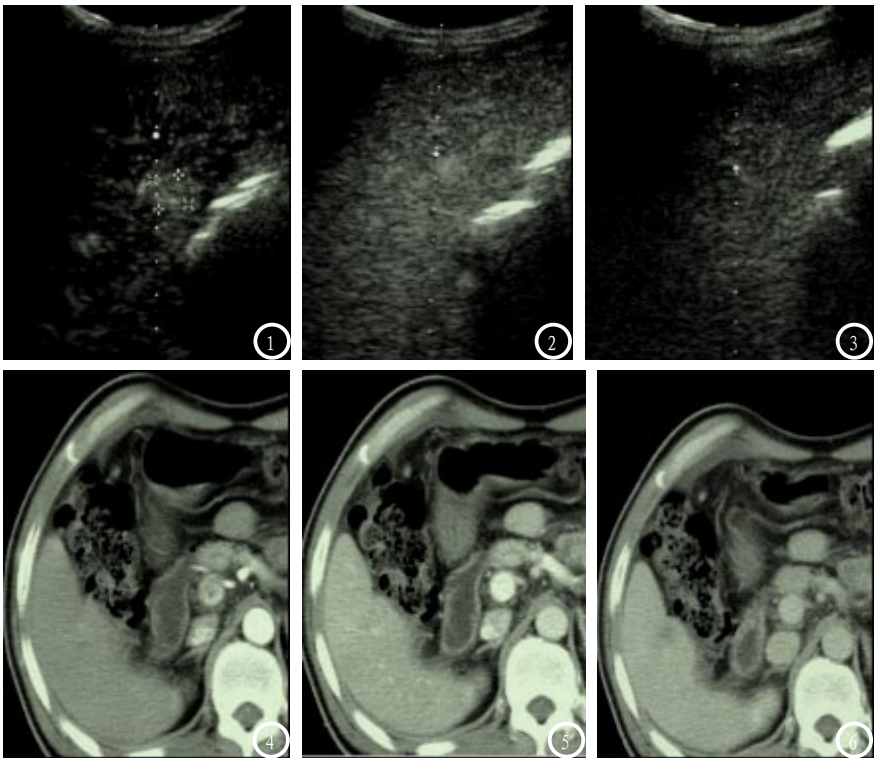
6均为同一患者（肝右叶1.2cm肝细胞癌）影像学图像，图1为超声图像，动脉期病灶呈高增强信号；图2为超声图像，提示门脉期消退为低增强；图3为延迟期病灶在超声检查下提示基本廓清；图4-6均为CT影像学图像，图4提示动脉期为等密度，图5提示门脉期病灶轻度消退，图6提示延迟期病灶为低密度。
